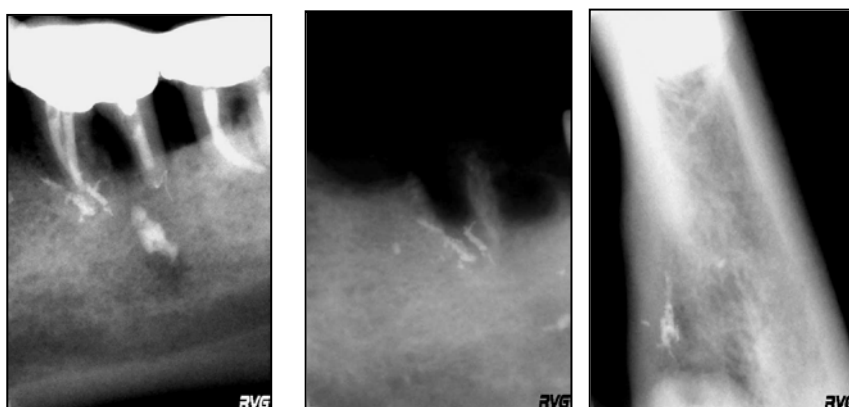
Маргинальная (1, 2) и аксиальная (3) рентгенограмма.
